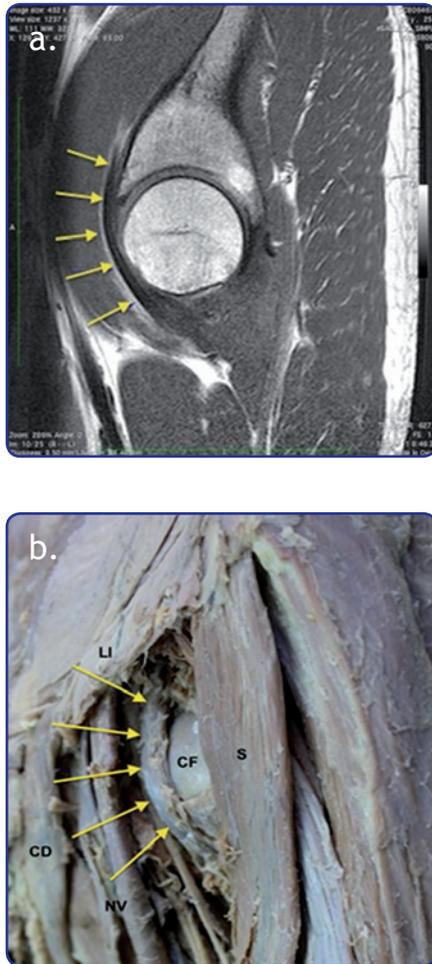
a) Imagen de resonancia magnética, proyección sagital. b) Preparado anatómico. Se observa el trayecto del tendón del iliopsoas por delante de la cabeza femoral y su contacto íntimo con la cápsula anterior de la cadera (flechas amarillas) (CF: cabeza femoral, S: sartorio, LI: ligamento iliopectíneo, NV: paquete neurovascular, CD: conducto deferente).
